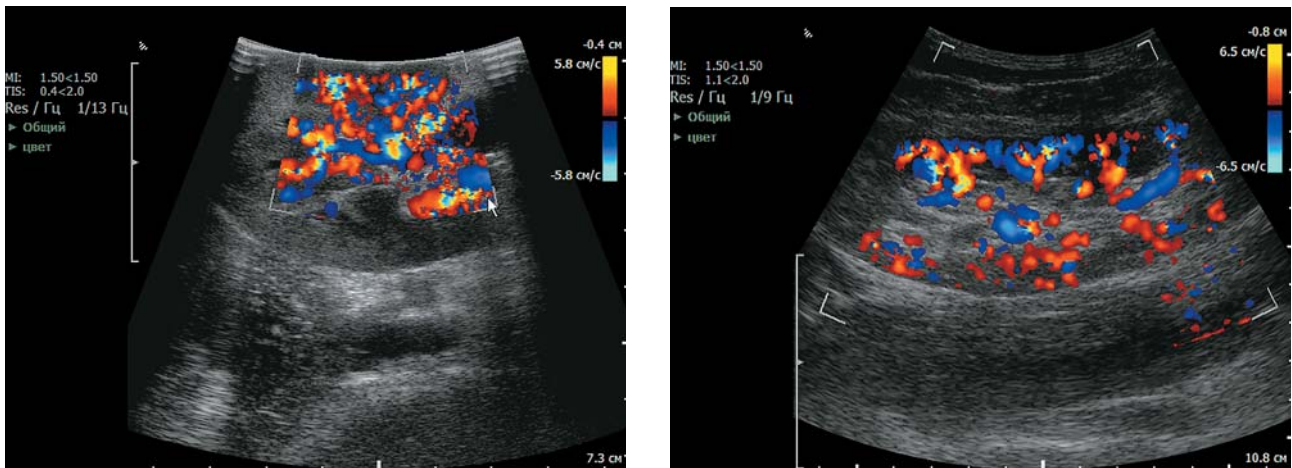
Интраоперационное сканирование почечного трансплантата в серошкальном режиме и режиме цветового доплеровского картирования. Адекватная перфузия (сосудистый рисунок визуализируется практически до капсулы).
